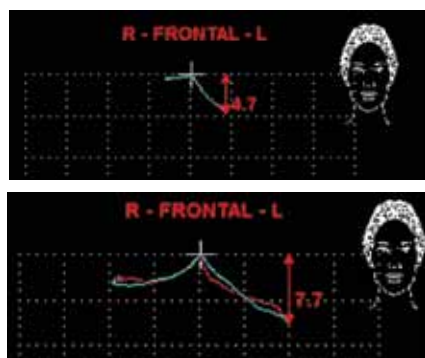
При проведении кинезиографии до лечения и на лечебно-диагностическом этапе в функциональной пробе – «латеротрузионные движения нижней челюсти» до лечения амплитуда движений нижней челюсти влево 4,7 мм, а на лечебно-диагностическом этапе – 7,7 мм
